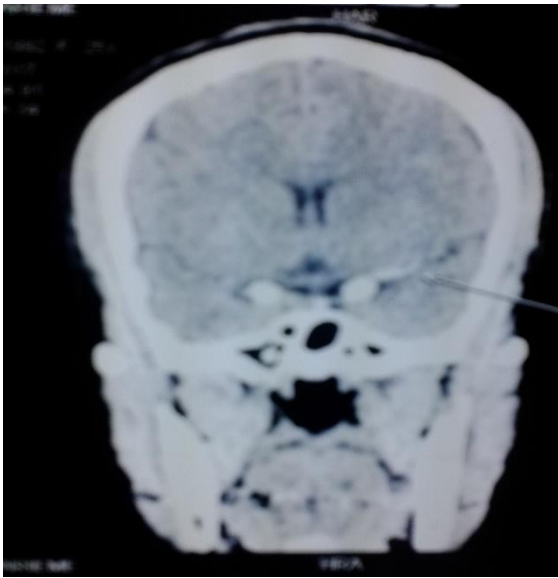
TDM crano-encephalique sans injection, coupe coronale apres reconstruction montrait à l'étage sus tentoriel, une hyperdensité spontanée du segment M2 de l'artère cérébrale moyenne gauche, traduisant la présence d'un caillot frais dans l'artère cérébrale concernée (flèche).
